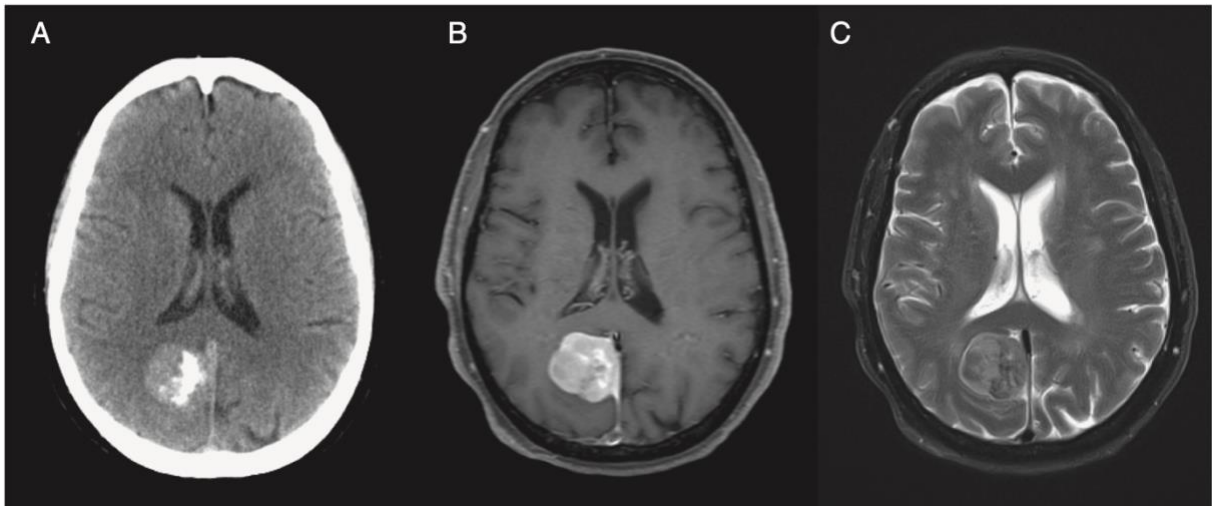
A: TC senza mezzo di contrasto; B: sequenza T1-pesata della RM con somministrazione di gadolinio; C: sequenza T2-pesata della RM.⁶⁹
